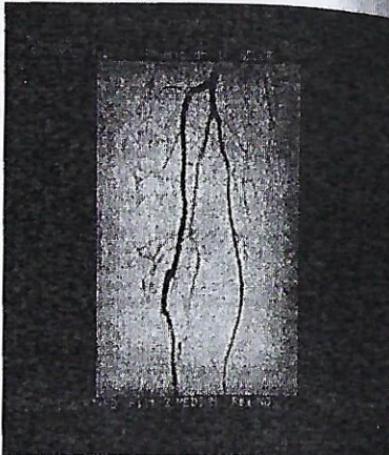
Hastanın preoperatif anjiografisi.
